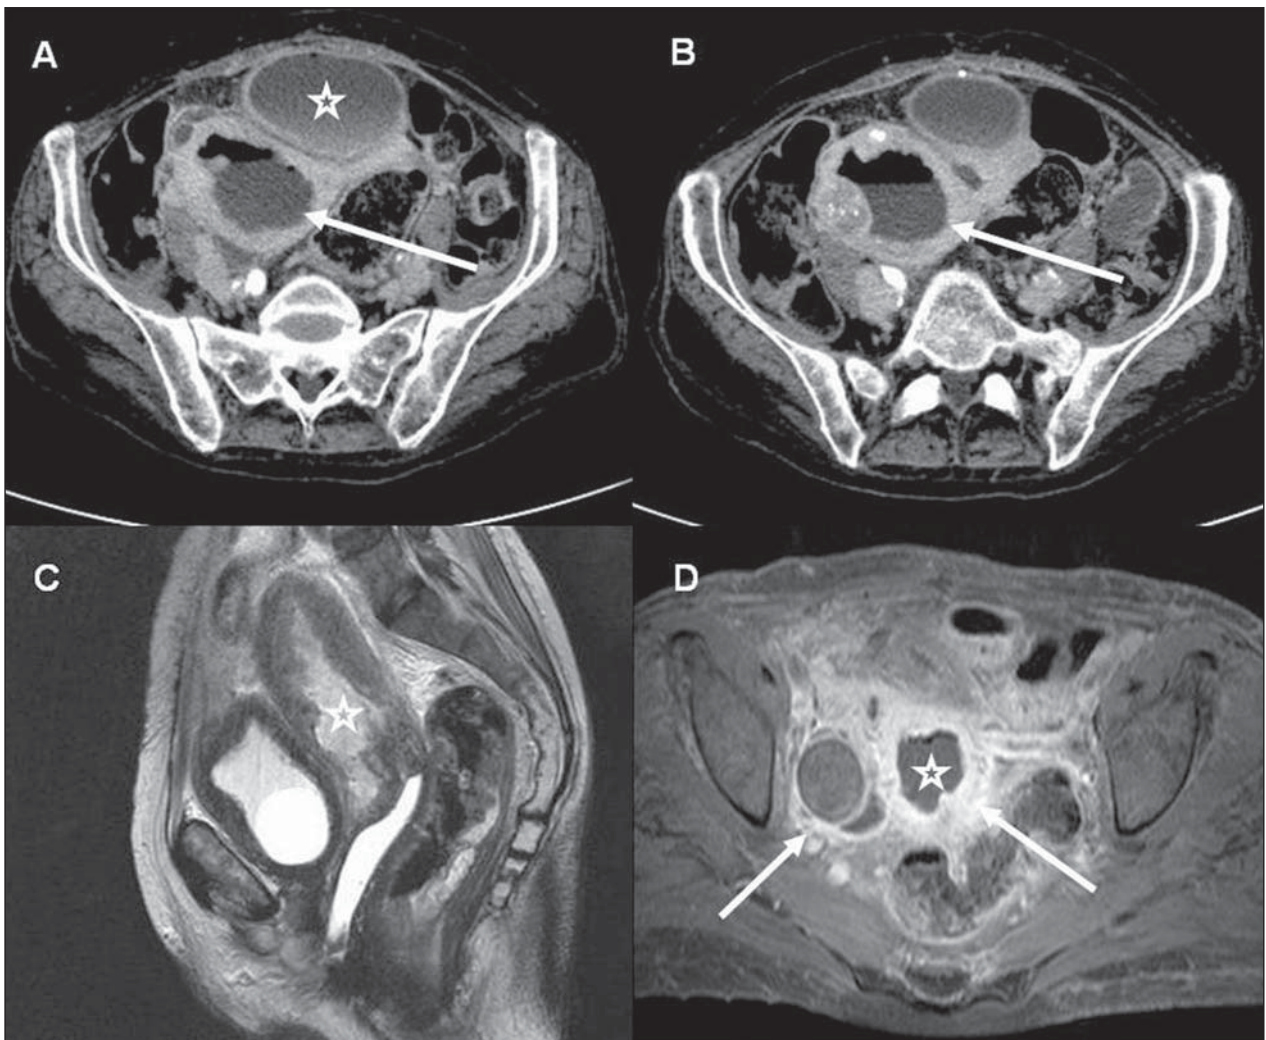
DIPA grave – TC de abdome/pelve (A,B) e RM da pelve (C,D). Observa-se extenso espessamento difuso do endométrio com presença de nível aréreo na cavidade uterina (setas em A e B). Associa-se coleção heterogênea anteriormente ao útero, com paredes espessadas e exibindo realce moderado pelo meio de contraste (estrela em A). A mesma paciente foi submetida a RM da pelve, observando-se material espesso na cavidade uterina (estrelas em C e D), bem como realce das estruturas anexiais (setas em D). (A,B: cortes axiais obtidos na fase portal de contraste; C: RM no plano sagital em T2; D: RM no plano axial em T1 com técnica de saturação de gordura, após a injeção do meio de contraste).
